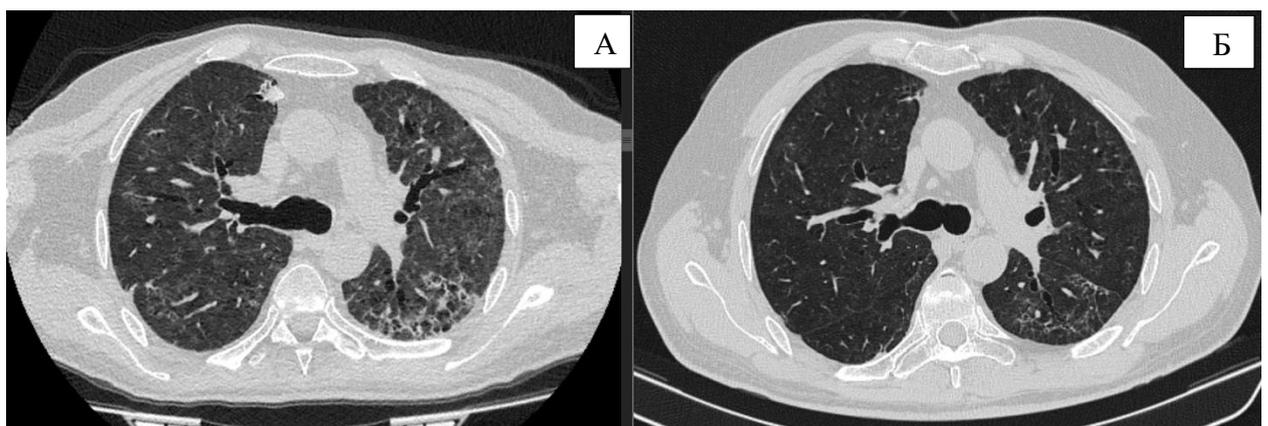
Компьютерная томография высокого разрешения в динамике, аксиальные срезы. А- май 2022 г.; Б- декабрь 2022 г.
